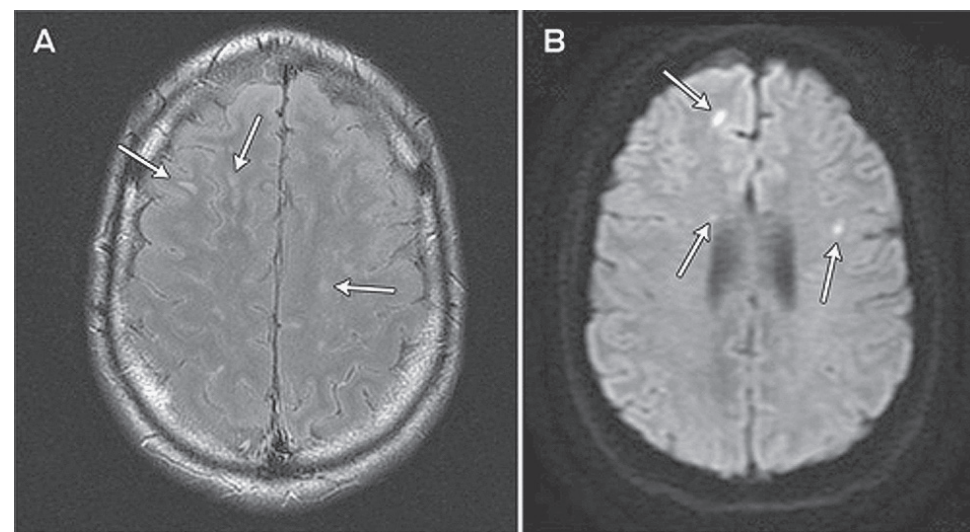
МРТ с контрастированием: множественные мелкие фокусы (А, стрелки); ограниченная диффузия (В, стрелки)
